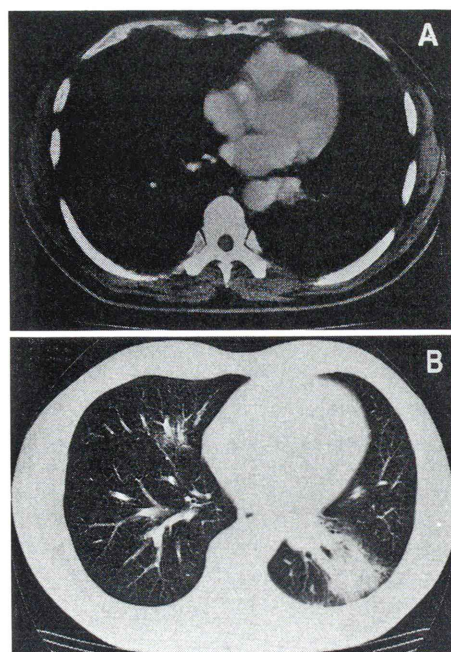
Plain chest CT shows a nodular lesion close to the aorta (A) mimicking a primary lung cancer with secondary change of the affected lung (B).
